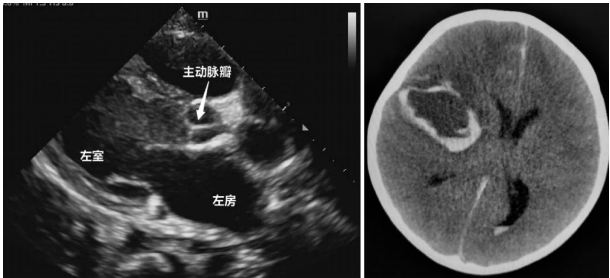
例 6 ECMO 下心脏停搏的心脏超声所见
